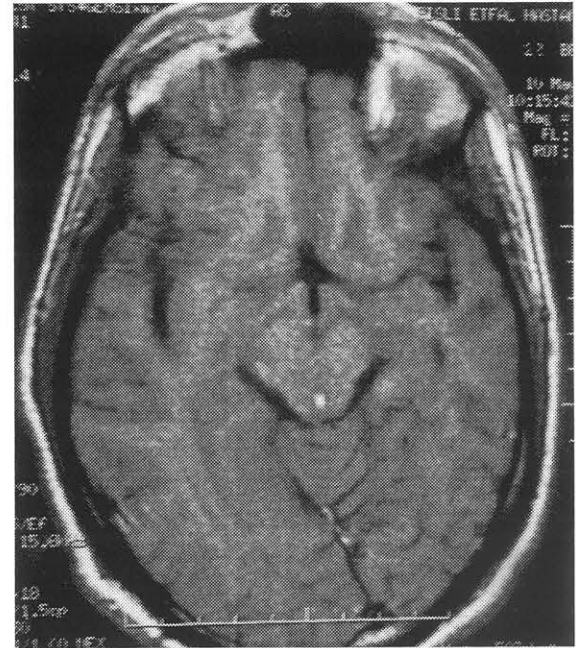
T1 ağırlıklı MRG incelemede, aksiyel kesitte sol serebral hemisferde enfarkt alanı komşuluğunda diploik mesafede kalınlık artışı izlenmektedir.
